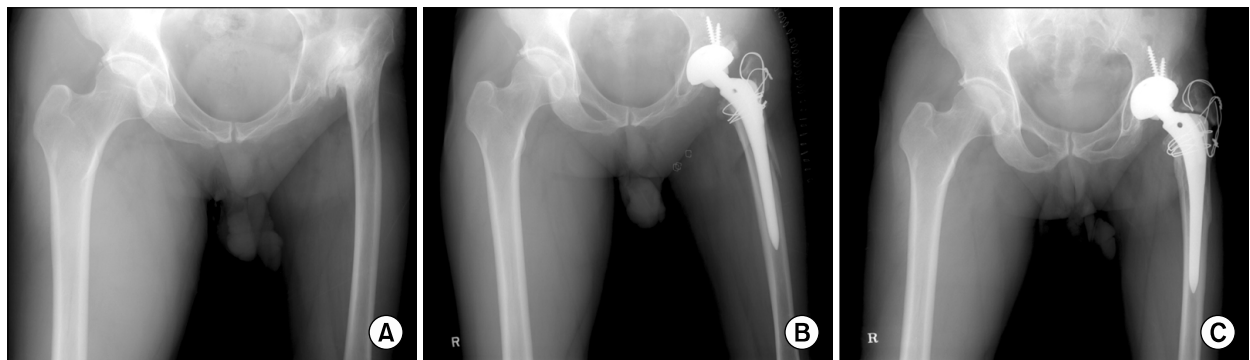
A 44-year-old man underwent total hip arthroplasty using alumina-on-alumina bearing surfaces. (A) A preoperative radiograph shows type 1 deformity in left hip. There is complete resorption of the femoral head and neck with a high-riding greater trochanter, a dysplastic acetabulum, and a small femoral canal. (B) Postoperative radiograph obtained at 2 weeks after surgery. (C) Radiograph taken 5 years and 2 months after surgery. There is no evidence of periprosthetic osteolysis or implant loosening, but the non-union of the greater trochanter is shown.
